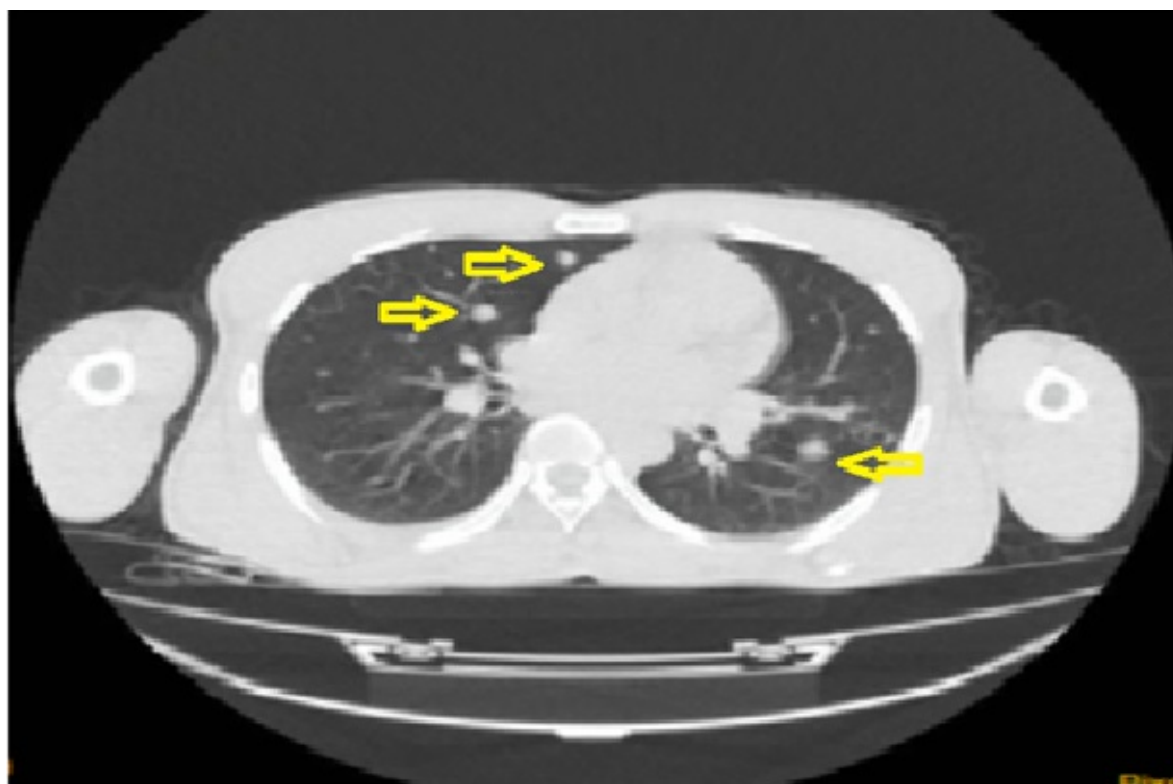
Tomografía computarizada de tórax que revela la presencia de nódulos de aspecto metastásico bilaterales (Flechas amarillas)
